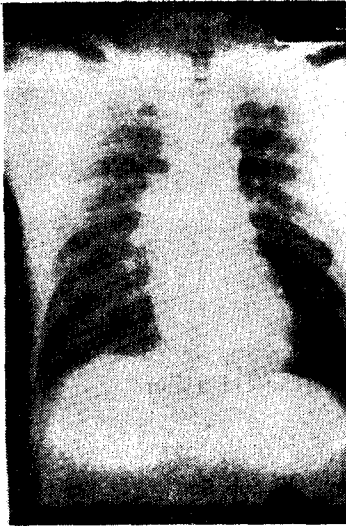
Chest X-ray film
